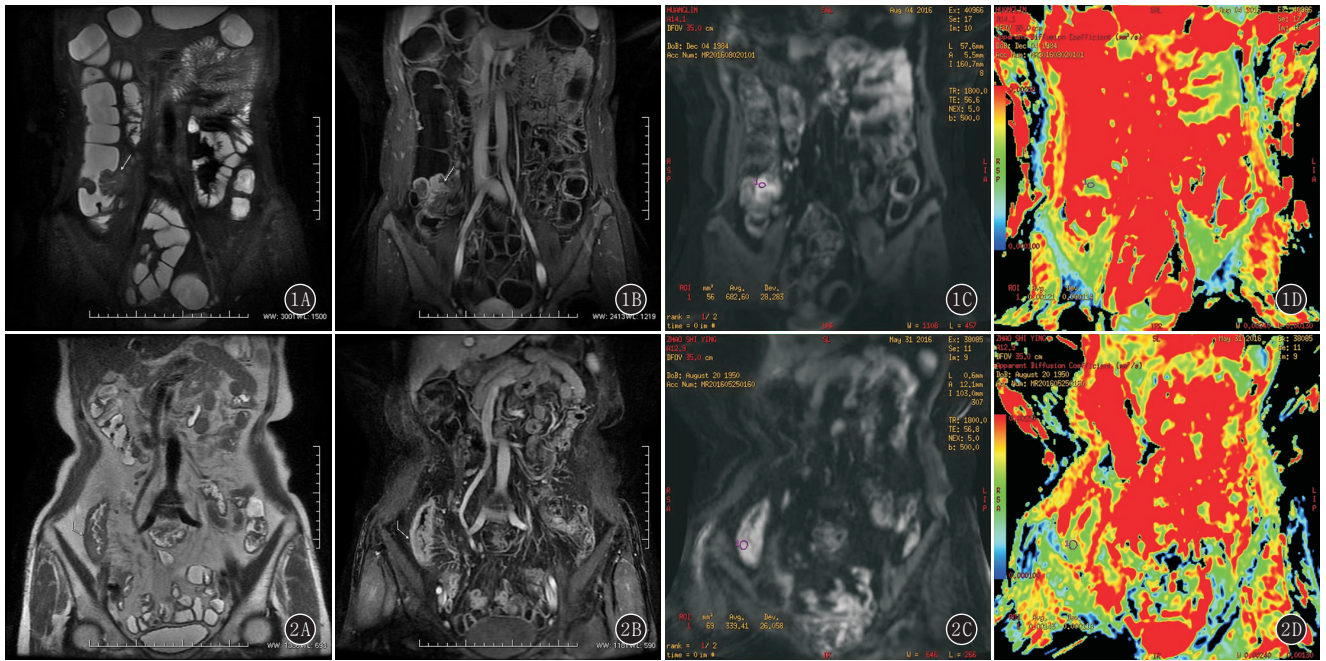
~D 女, 31 岁, CD 活动期。A. T₂WI 示回盲部肠壁增厚; B. 增强 T₁WI 序列示回盲部肠壁明显强化; C, D. DWI 图示回盲部肠壁呈高信号, ADC 图病灶呈低信号, 测量 ADC 值为 $1.21 \times 10^{-3} \text{ mm}^2/\text{s}$
